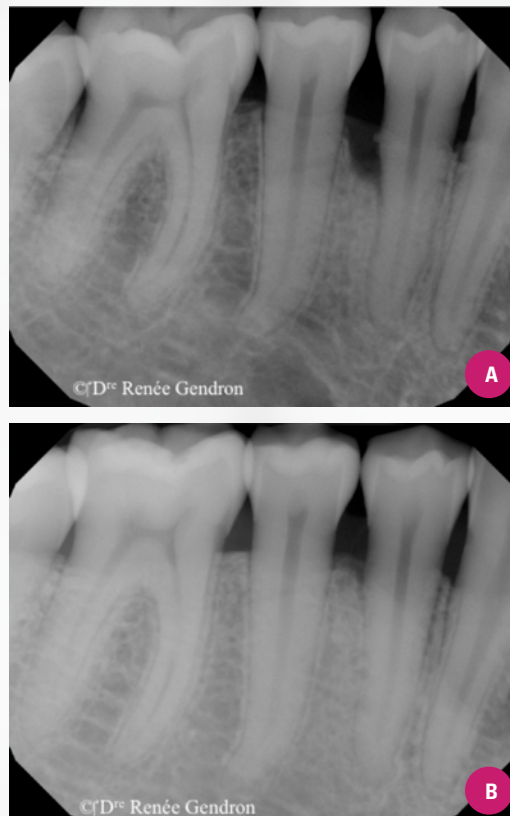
A) RTG au niveau du distal de la dent 44 avec de l'os allogreffe cortical minéralisé (Dentsply, Symbios 250-850 μ m) et une membrane de collagène OsteoShield (Symbios, Dentsply).
